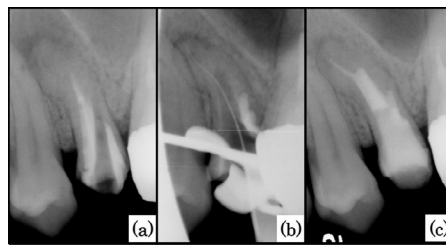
Radiographic images of the endodontic treatment. (a) before treatment (b) during treatment (c) just after root canal obturation.
